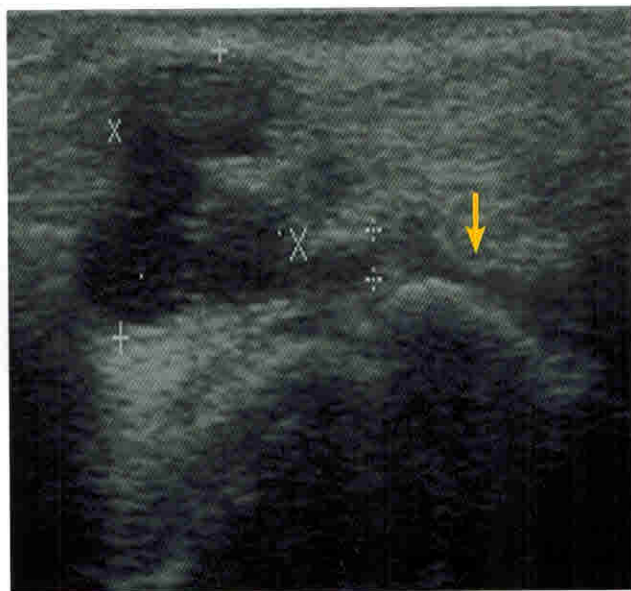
Больной Р., 26 лет. Суставной ганглион тыльной поверхности лучезапястного сустава. УЗИ (В-режим) — анэхогенное образование неправильной продолговатой формы, имеющее связь с суставом (стрелка)
